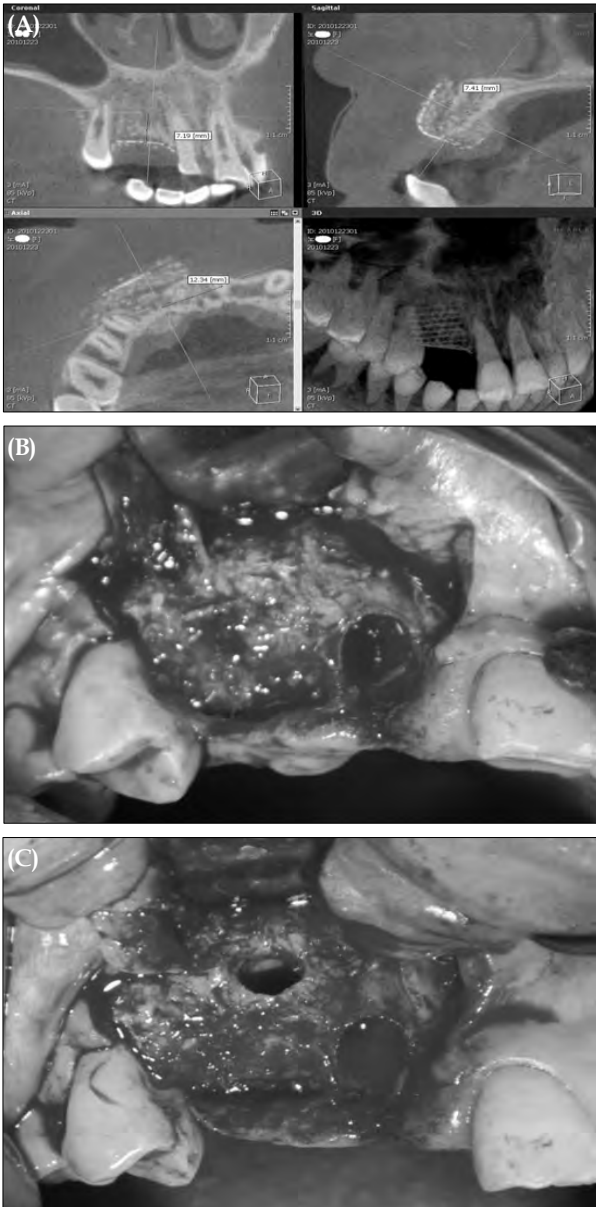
Bone biopsy site was determined previously by using computed tomographic images, #11 was extracted. (A) Computed tomographic images. (B) Clinical view of pre-bone biopsy. (C) Clinical view of post-bone biopsy.
